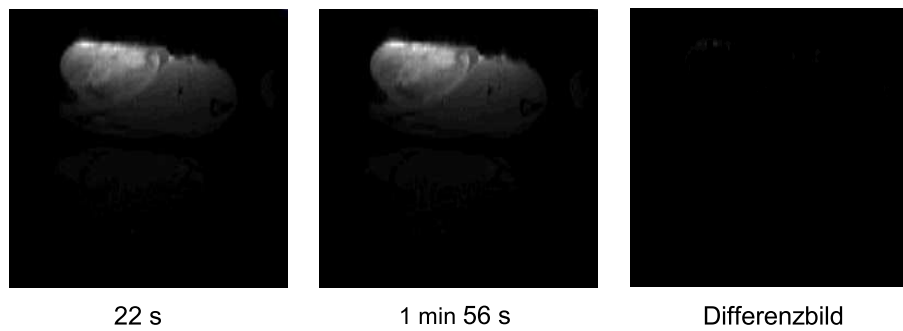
Makromolekulares Kontrastmittel in Ratte 1. Dynamische MRT mit FLASH-Technik am 4,7 T Tierscanner unter Gabe von 0,1 mmol/kg Gadomer-17. Gezeigt ist das Präkontrastbild (links), das Bild zum Zeitpunkt 1 min 56 s (Mitte) sowie das Differenzbild der beiden (rechts). Der niedriggradigere Tumor besaß innerhalb der gegebenen Auflösung weder größere Gefäße noch wurde eine signifikante Kontrastmittelanreicherung im Tumorgewebe beobachtet.
